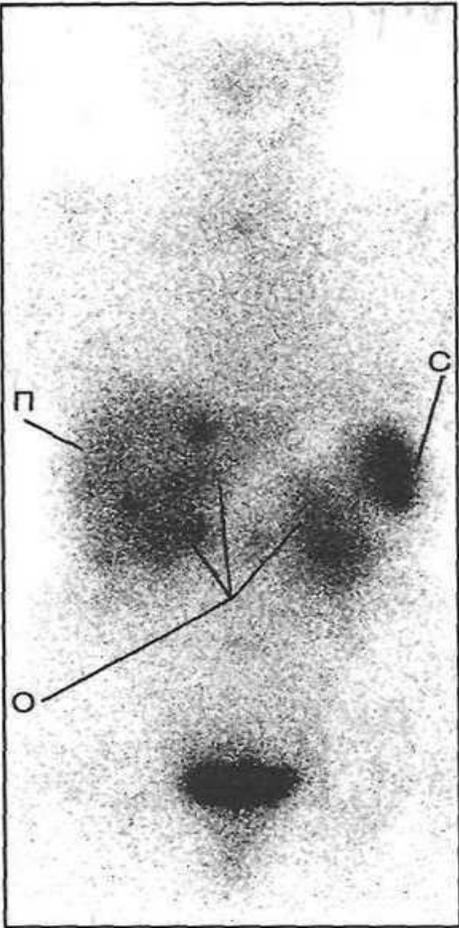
Сцинтиграмма соматостатиновых рецепторов с помощью октреотида, маркированного индием-111. На сцинтиграмме (вид спереди) видны рецепторпозитивные образования, соответствующие локализации первичной опухоли и ее метастазов.
